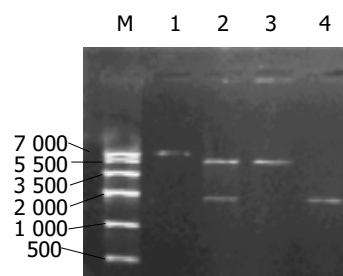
CDB₃基因的PCR产物、重组质粒和PET22b(+)载体用*EcoRI*单酶切的图谱. M: marker; 1: 重组质粒用*EcoRI*单酶切; 2: 重组质粒用*EcoRI*与*XhoI*双酶切; 3: PET22b(+)载体用*EcoRI*单酶切; 4: PCR产物.
